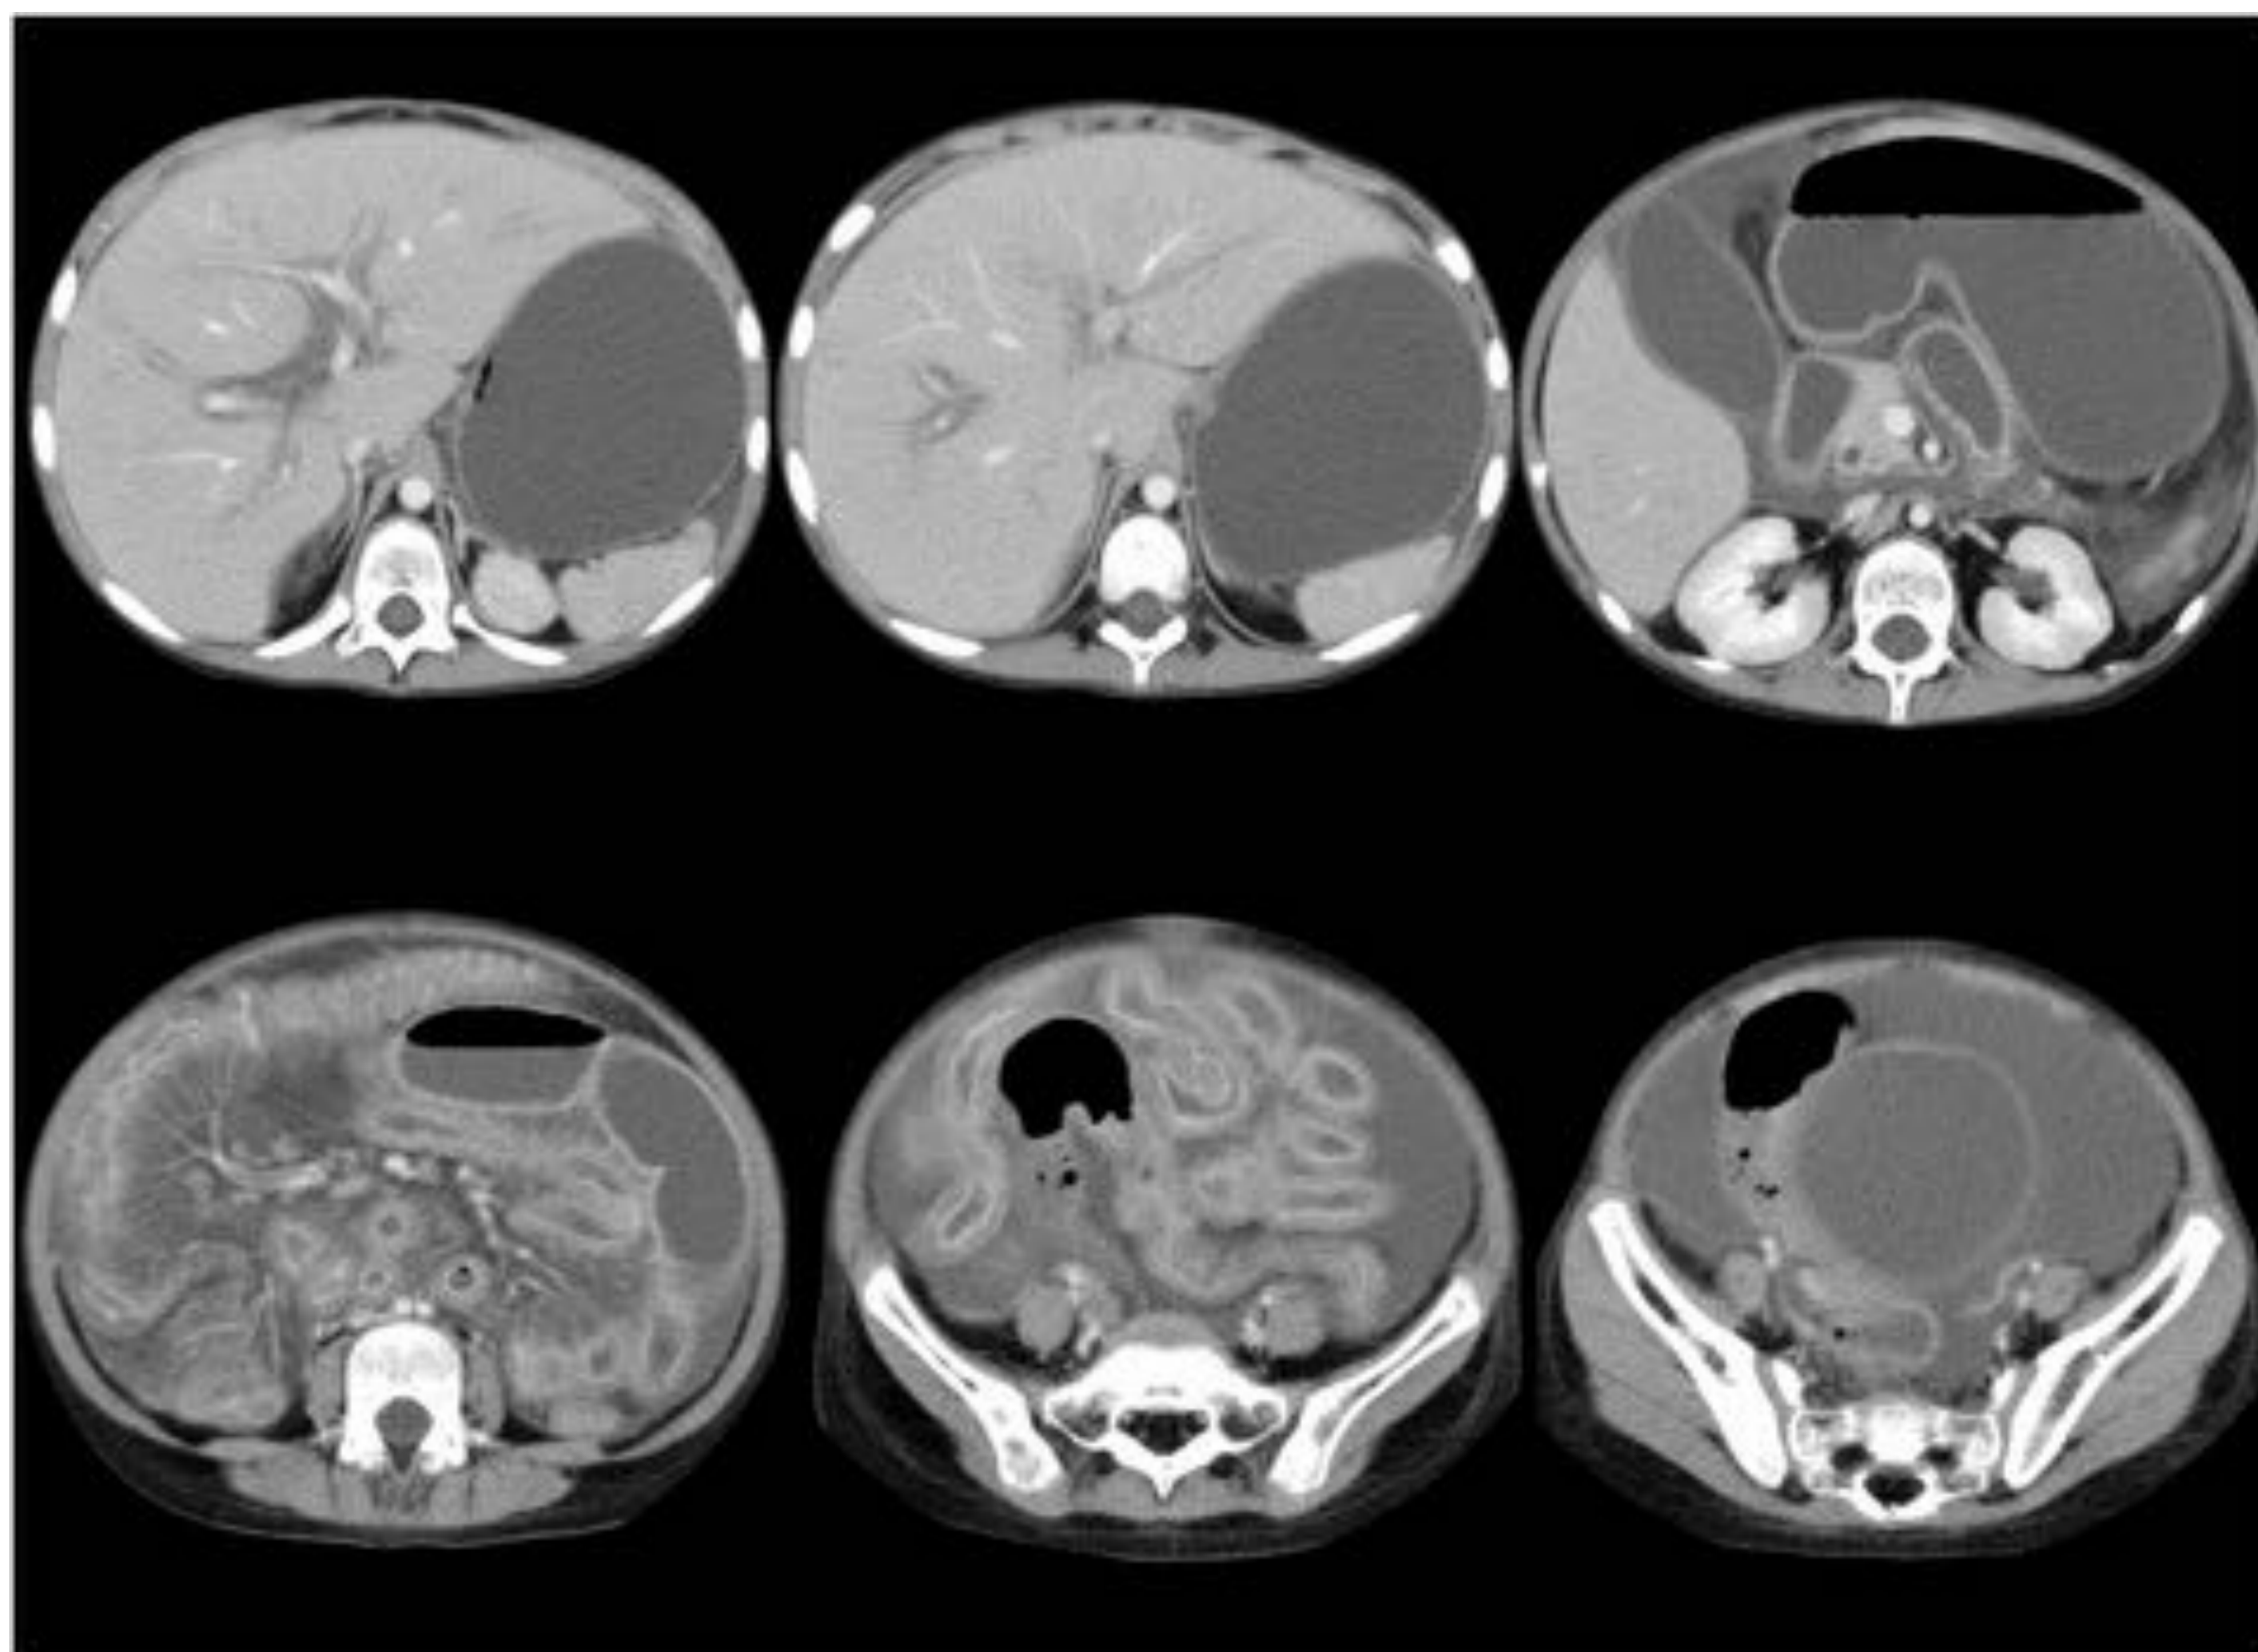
TC abdominal con contraste iv (figura 31):
